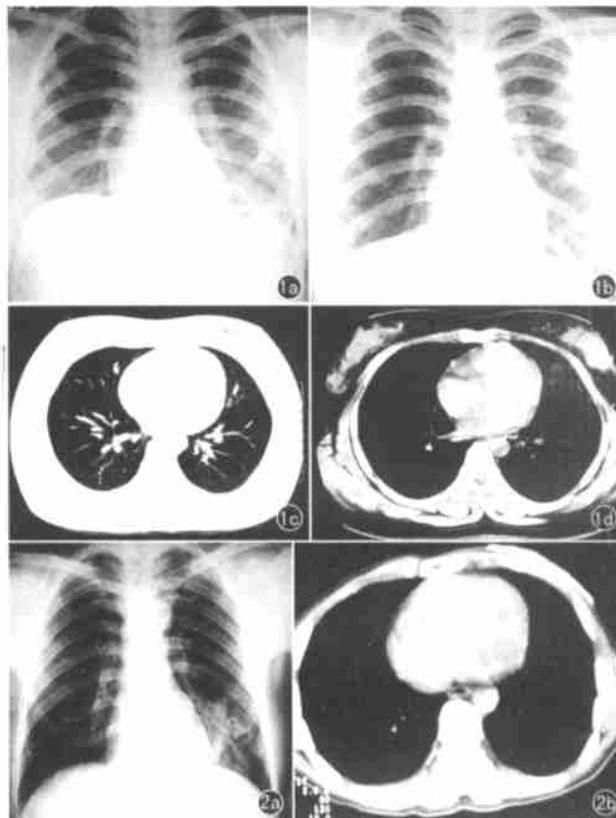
a) 首次胸片示左下肺野有较大的片状影(胸罩); b) 去胸罩后复查示较大片状影消失; c) CT 肺窗示两肺野清晰; d) 乳腺窗示左侧乳腺较右侧乳腺前后径大。
